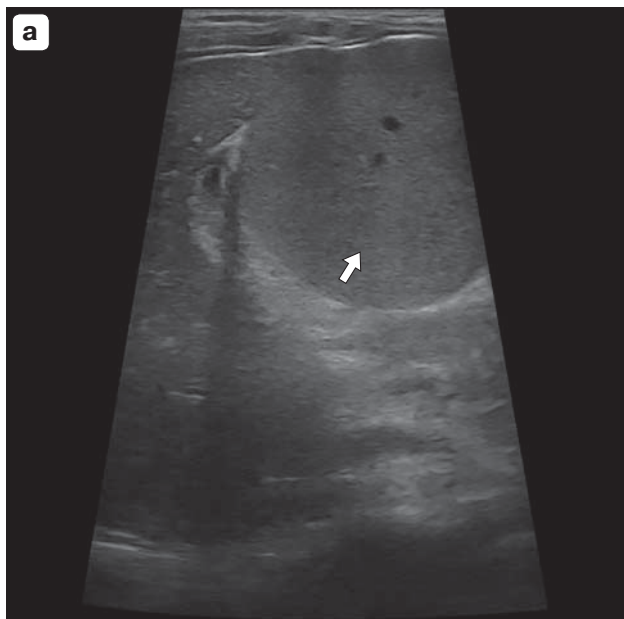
а – сонограмма ребенка с добавочной долей печени с ВПГ (стрелка); б – МСКТ-ангиограмма, портальная фаза того же ребенка, отмечаются наличие добавочной доли печени (указана стрелкой) и другие характерные признаки ВПГ – кавернозная трансформация воротной вены, спленомегалия, флешэктазия пищевода.
